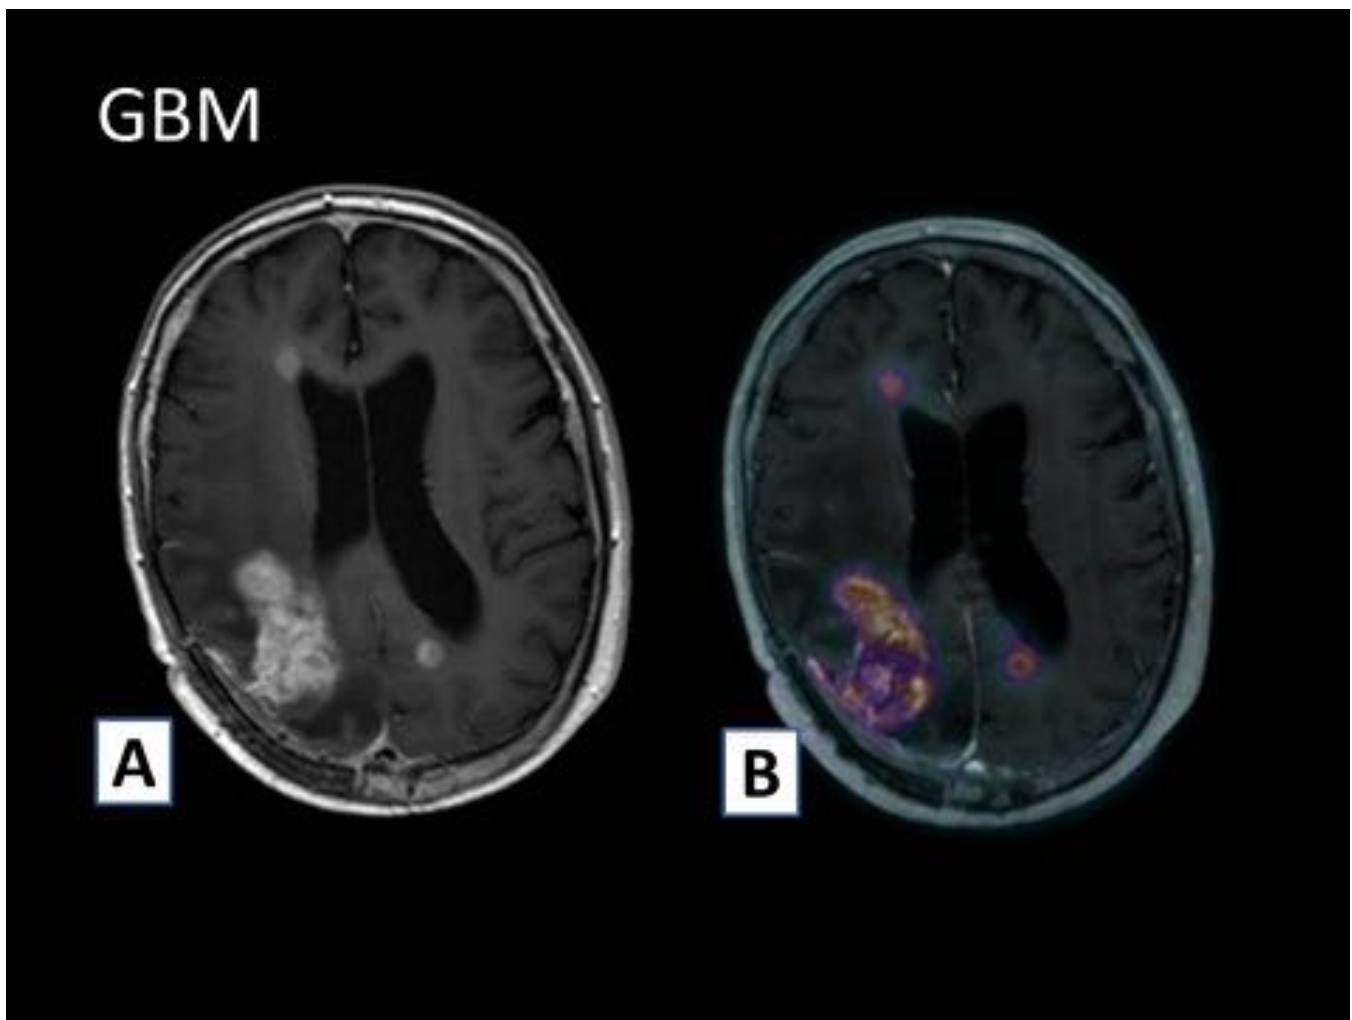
A) RM, corte axial con contraste, mostrando una lesión irregular de captación heterogénea parietal derecha; en el lecho de una resección previa. Han aparecido otros focos nodulares de captación, paraventricular frontal derecha y parietal izquierda. B) El PET, demuestra captación de ^{18}F -colina en estas mismas áreas. El estudio anatomopatológico era concordante en la sospecha de progresión tumoral.
